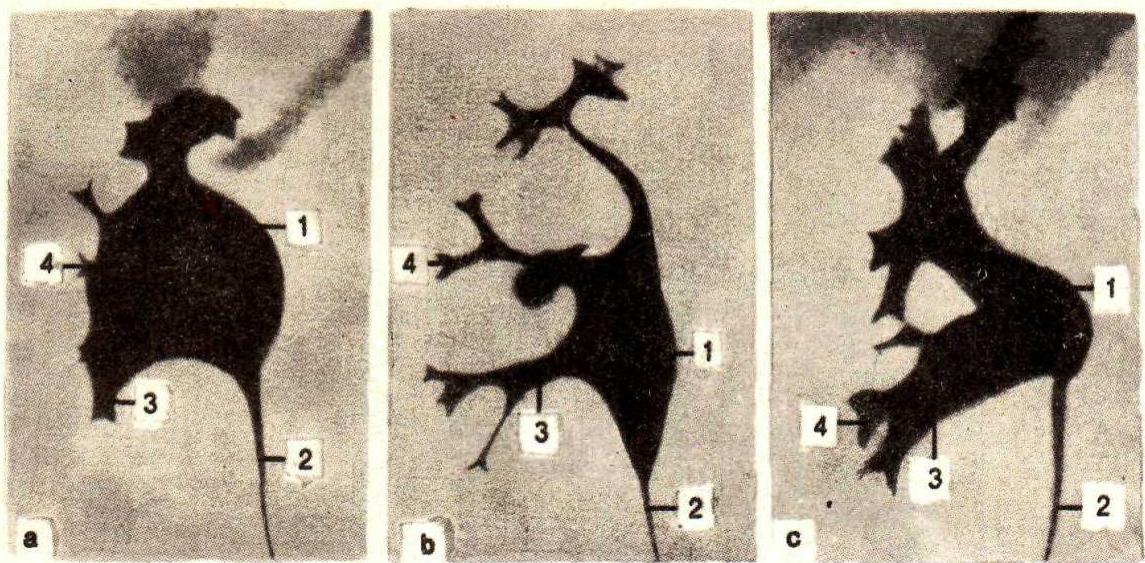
Forme de bazinet și calice renale. Radiografii.
